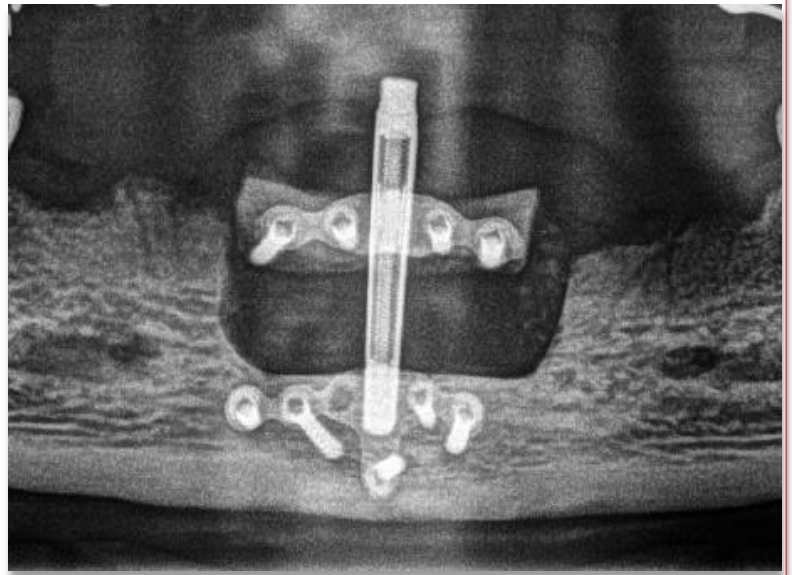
Radiografie de control la 5 luni.
